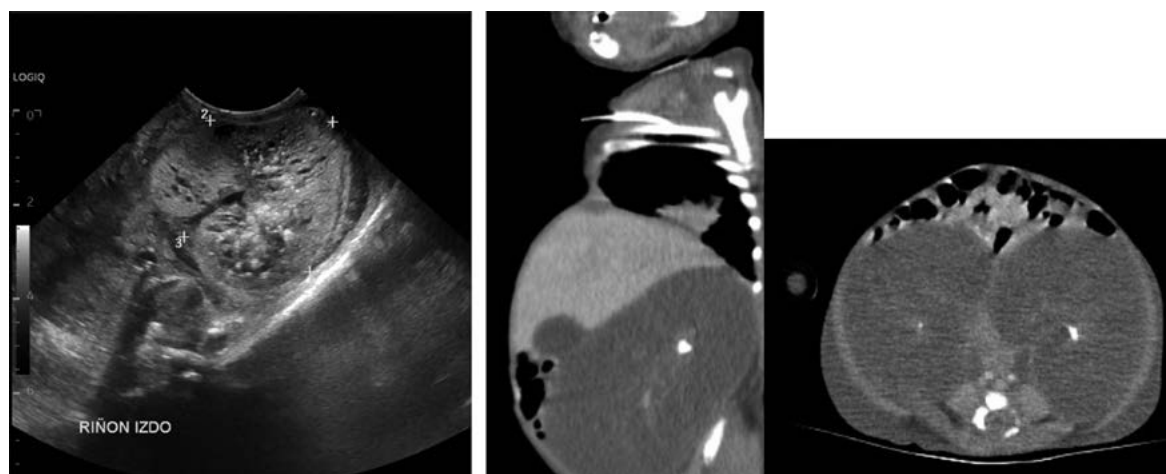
Múltiples quistes renales en la ecografía de control (izquierda), que se confirman mediante TAC (centro y derecha).
